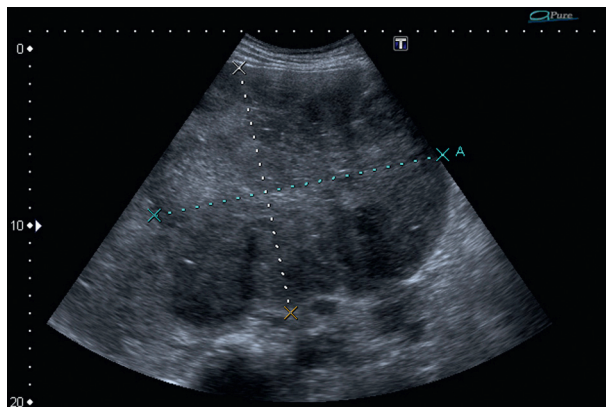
Ecografia hepática.
